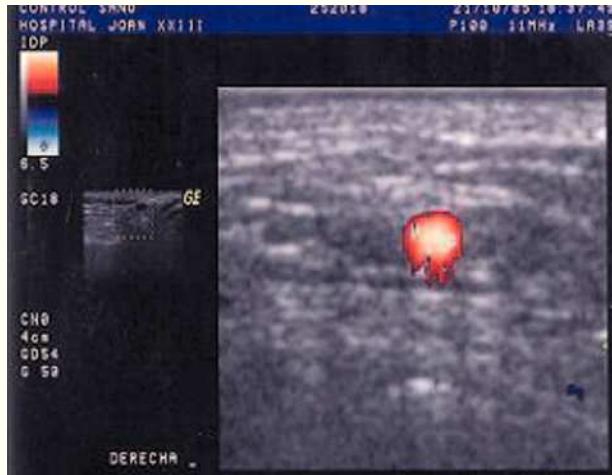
Eco-doppler de una arteria temporal de un control sano.
